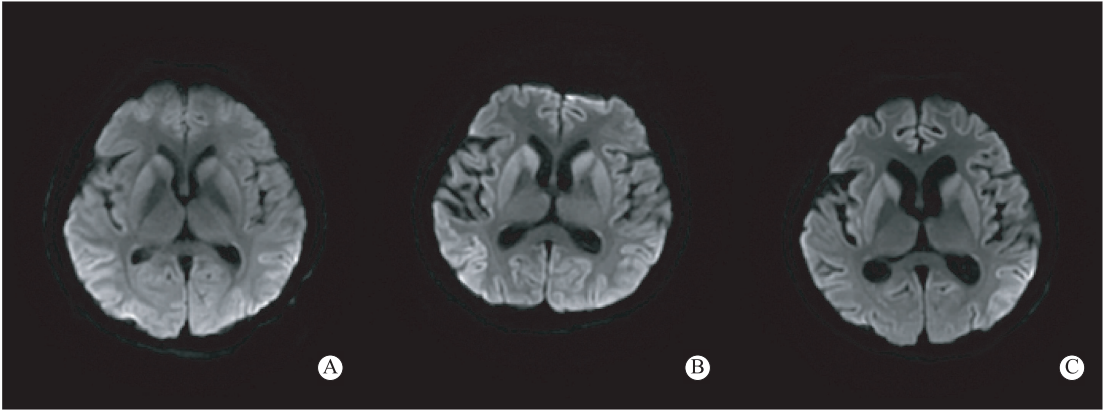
女性患者(52岁)颅脑MRI表现 A为5月8日DWI;B为6月12日DWI;C为7月21日DWI;轴位像示随着病程进展,尾状核、壳核、皮质信号先明显增高,后稍微下降
